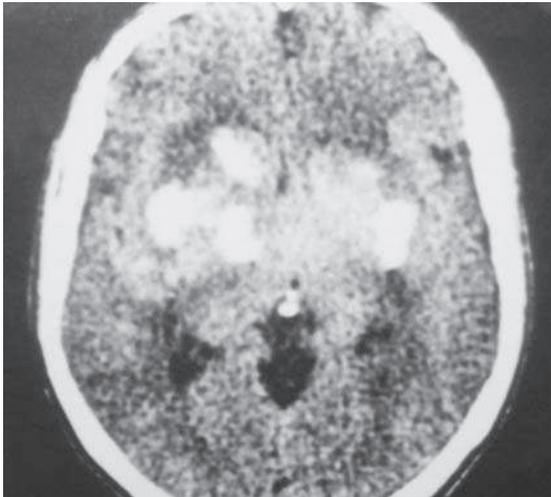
TDM cérébrale : présence d'hématomes intracérébraux bilatéraux.
